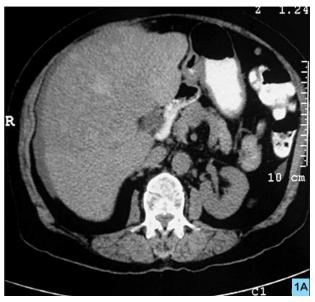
TAC simple, donde se observa hígado de aspecto heterogéneo, lobulado.
